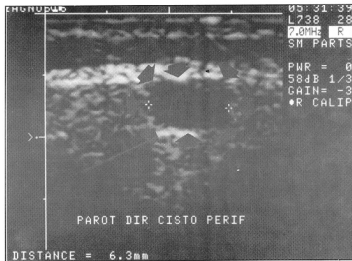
Ultra-sonografia da glândula parótida direita, com imagem de aspecto cístico
